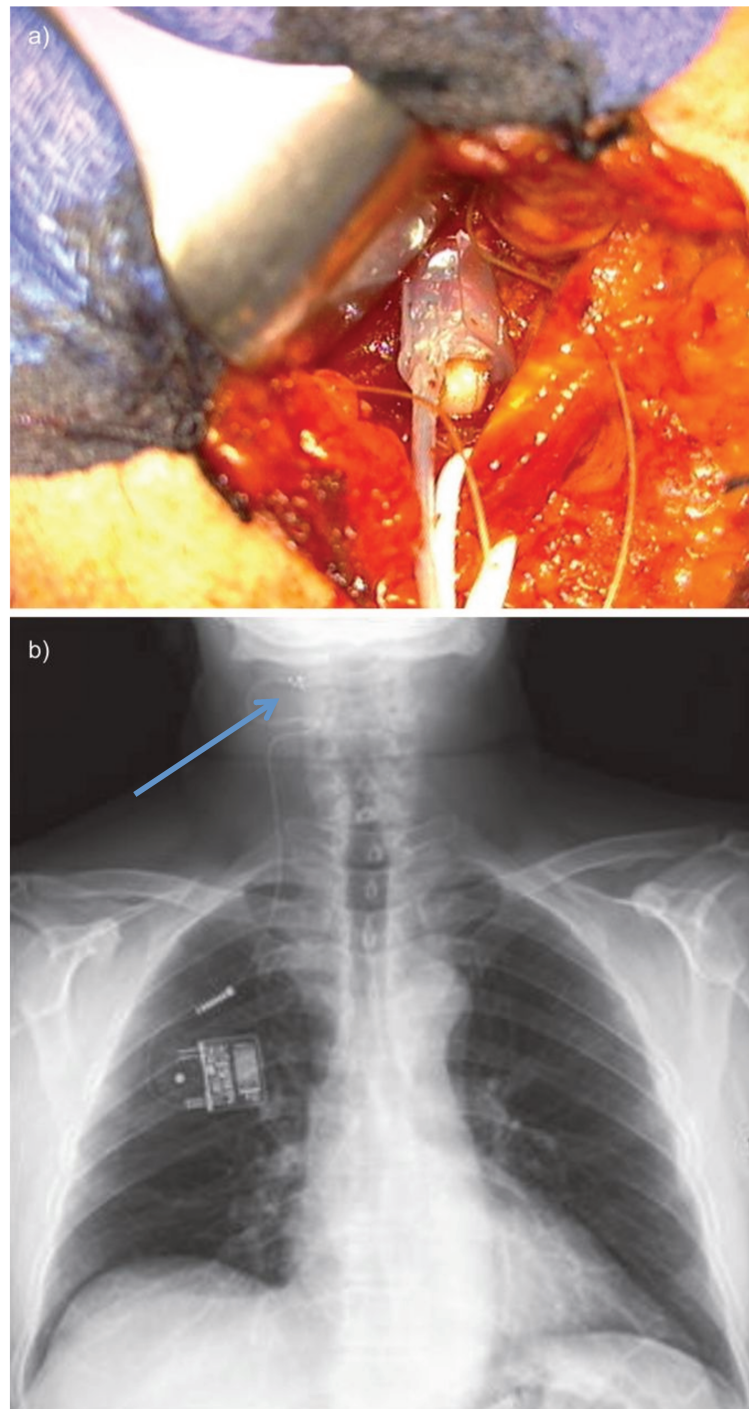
a) Photographie per-opératoire et b) radiographie thoracique pour la mise en place de stimulateur continu.
